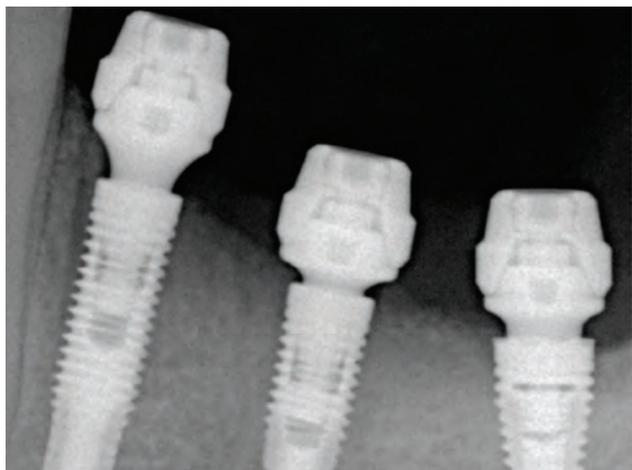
Radiografia periapical dos implantes instalados na região dos dentes 34, 35 e 36 com os respectivos intermediários protéticos e protetores instalados.
